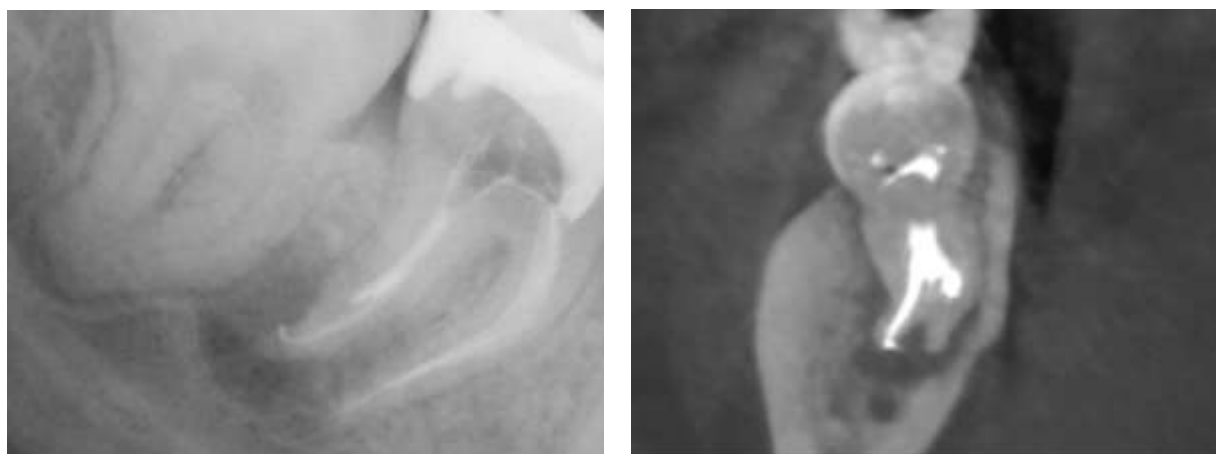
Прицельная рентгенограмма и сегментарный КЛКТ от 02.09.2020г.
